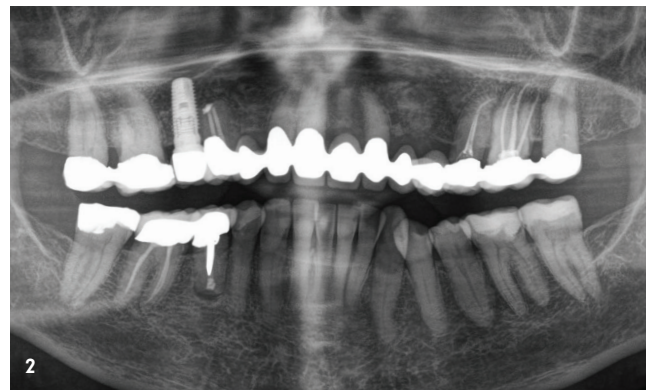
Die Ausgangssituation: Eine verblockte keramisch verblendete Brückenrekonstruktion. – Abb. 2: Röntgenologische Darstellung: Wurzelspitzenresektion Regio 12, wurzelbehandelte Zähne 25, 26 und 27.
